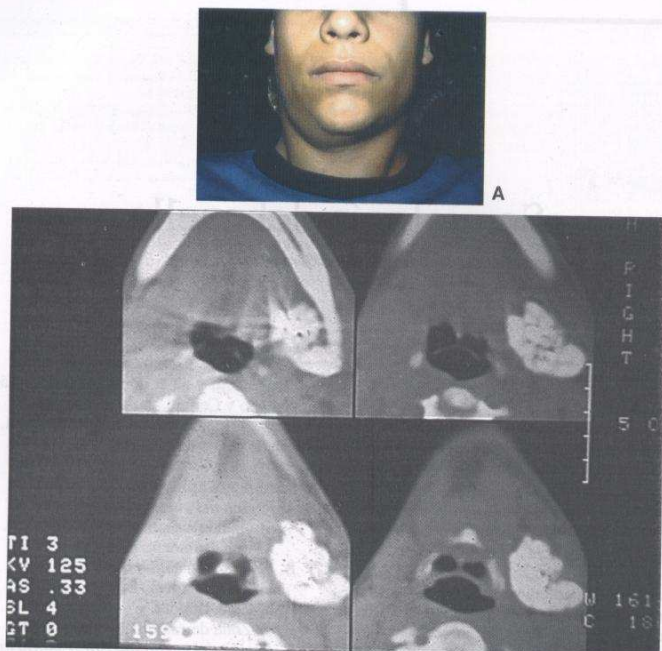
A. Nódulo submaxilar. B. TC con contraste que muestra diferentes cortes de la lesión.
